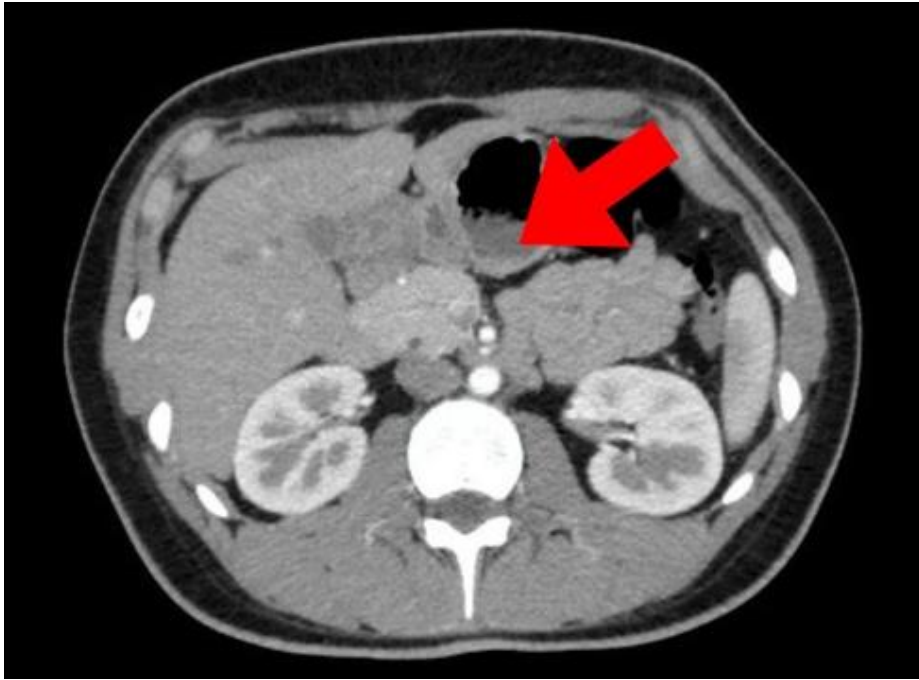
TC de abdome com contraste realizada após duodenopancreatectomia. Sinais de manipulação cirúrgica no hipocôndrio direito, com colecistectomia, pancreatoduodenectomia e anastomose gastrojejunal.
